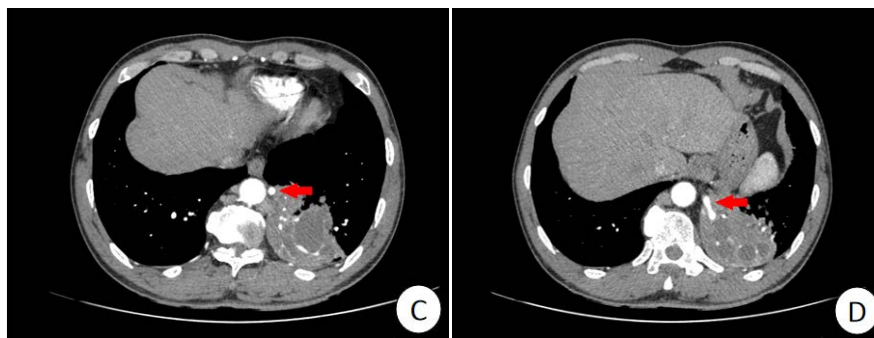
Enhanced CT scans of the lungs in patients with pulmonary sequestration. (A) Shows that the blood supply artery to the diseased lung tissue originates from the thoracic aorta; (B)-(D) Shows a blood supply artery from the thoracic aorta gradually entering the diseased lung tissue
